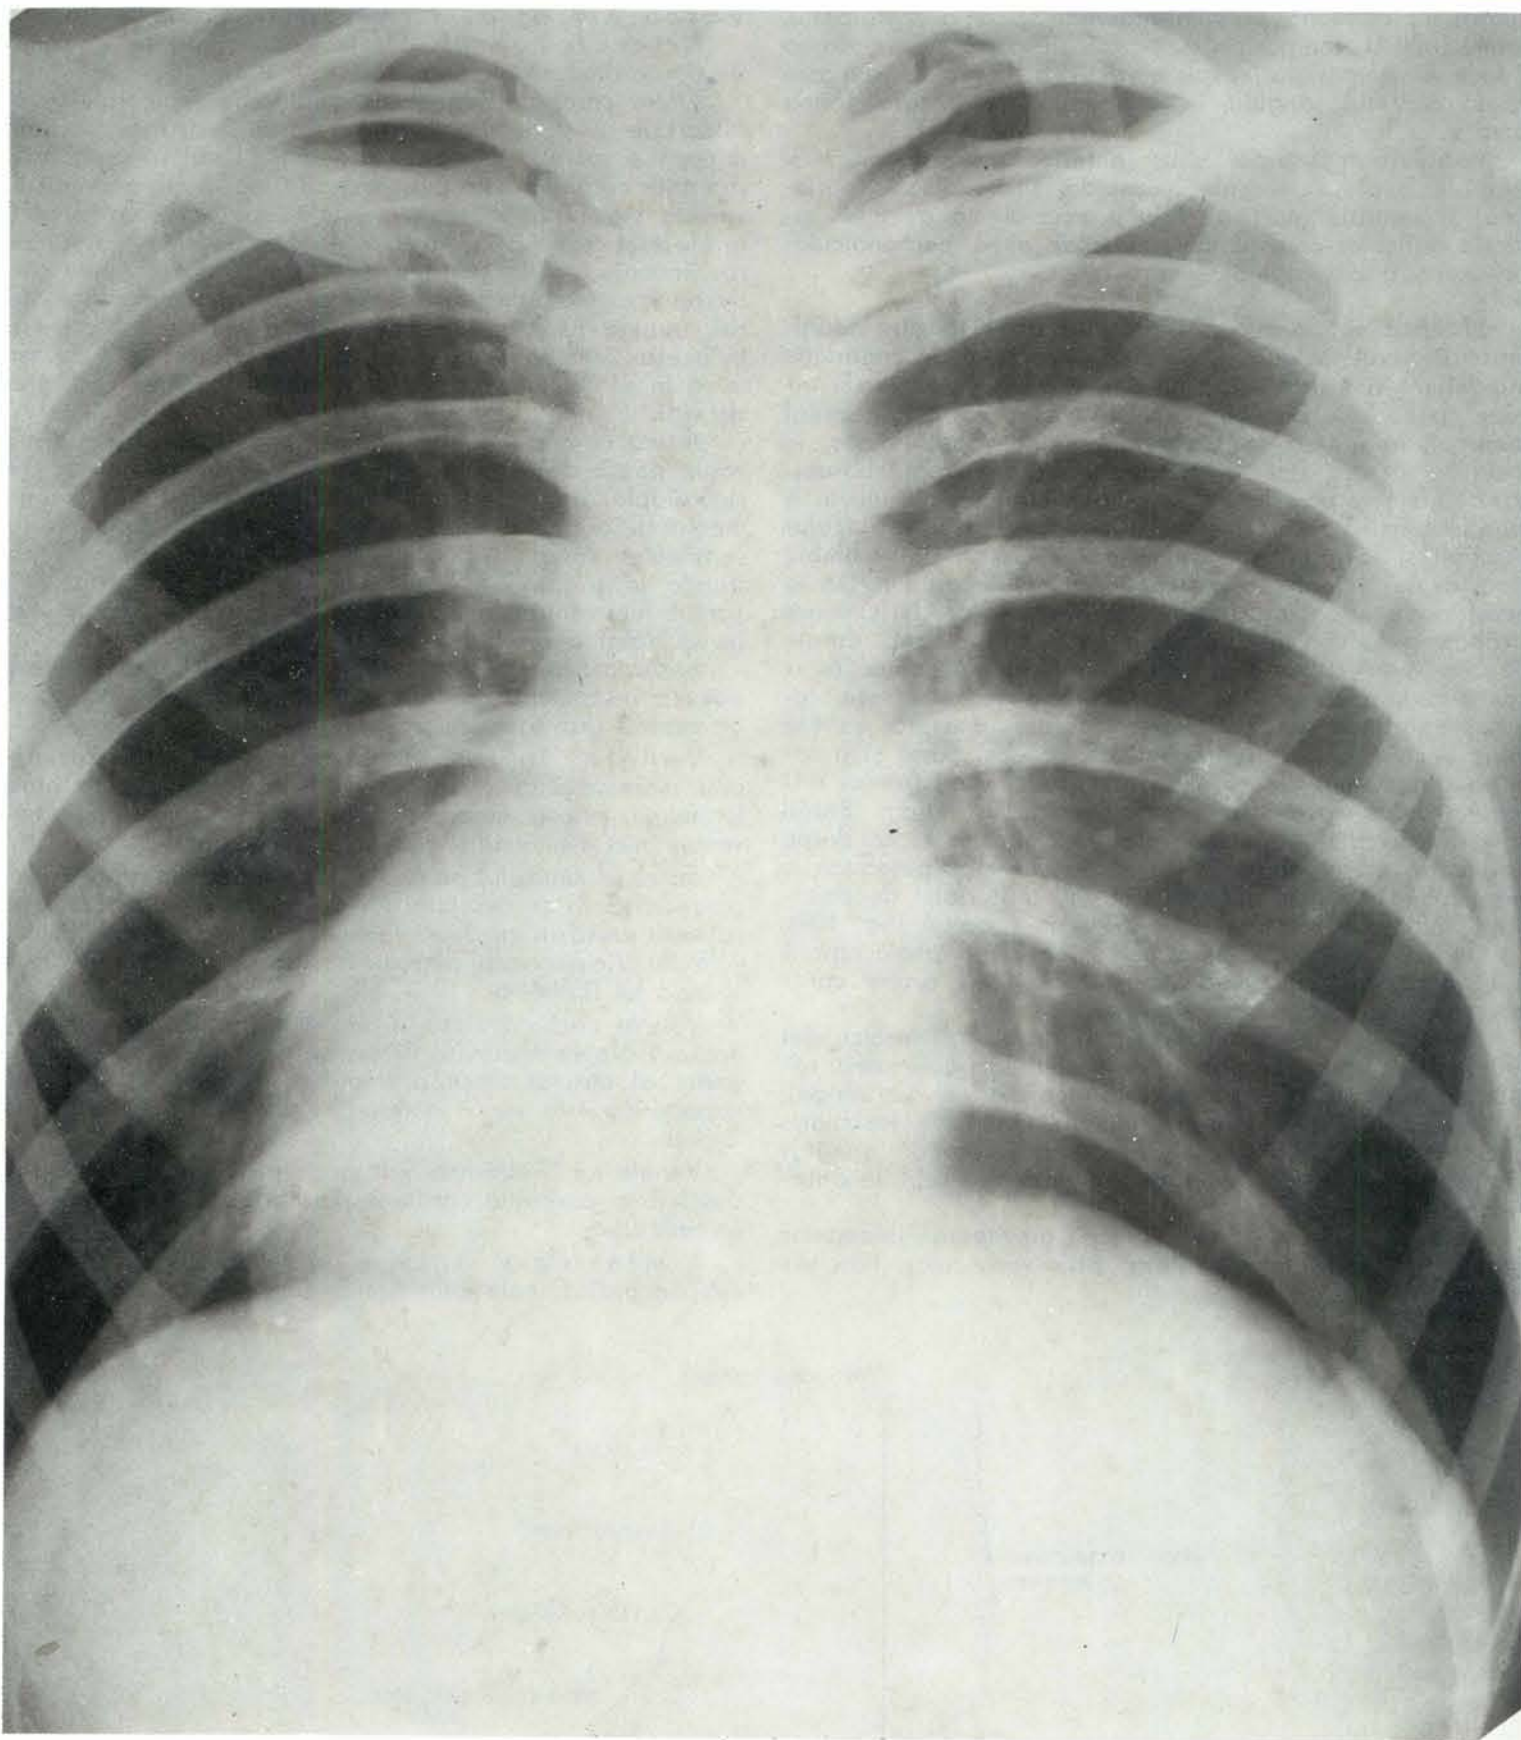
Radiografia cordului.
